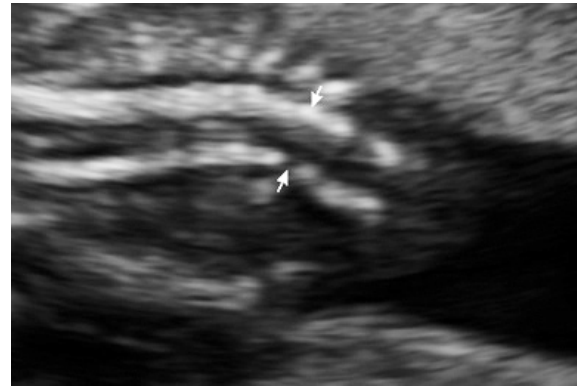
İniensefalinin ultrasonografik görünümü (12 haftalık fetusta).
